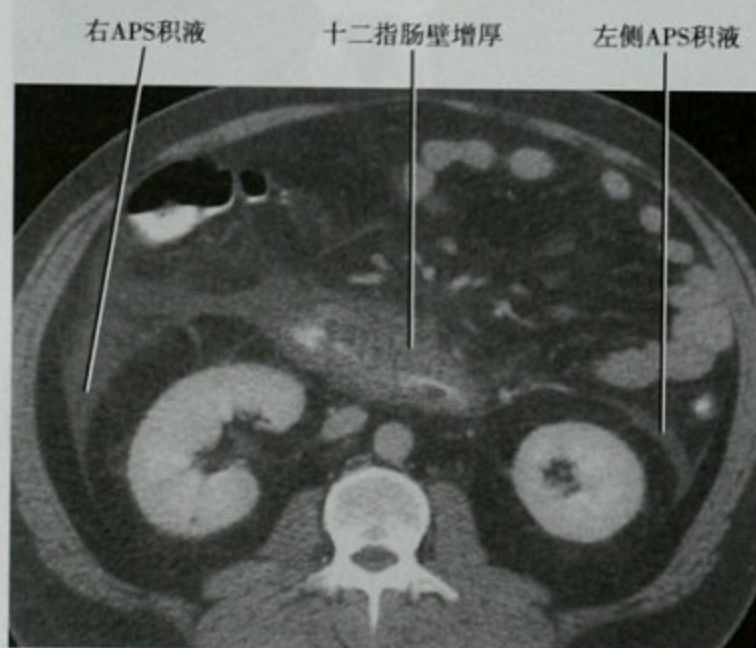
增强 CT 横断位图像,急性胰腺炎患者,显示两侧肾旁前间隙(APS)积液,十二指肠水平部(也位于 APS 内)管壁明显增厚
